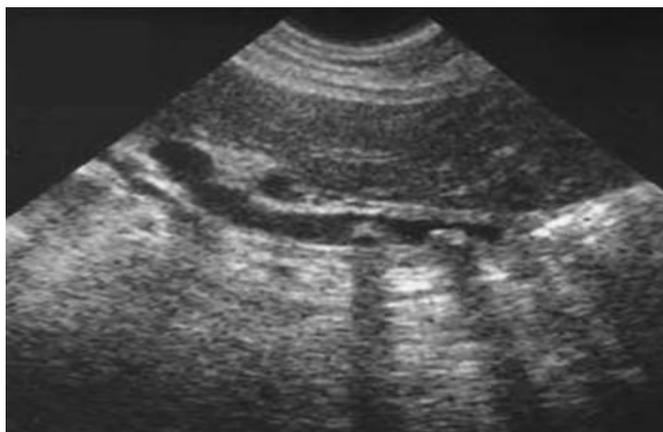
Ecografía abdominal que muestra dos imágenes ecogénicas, con sombra acústica a nivel de la vía biliar. (Universidad Católica de Chile)
